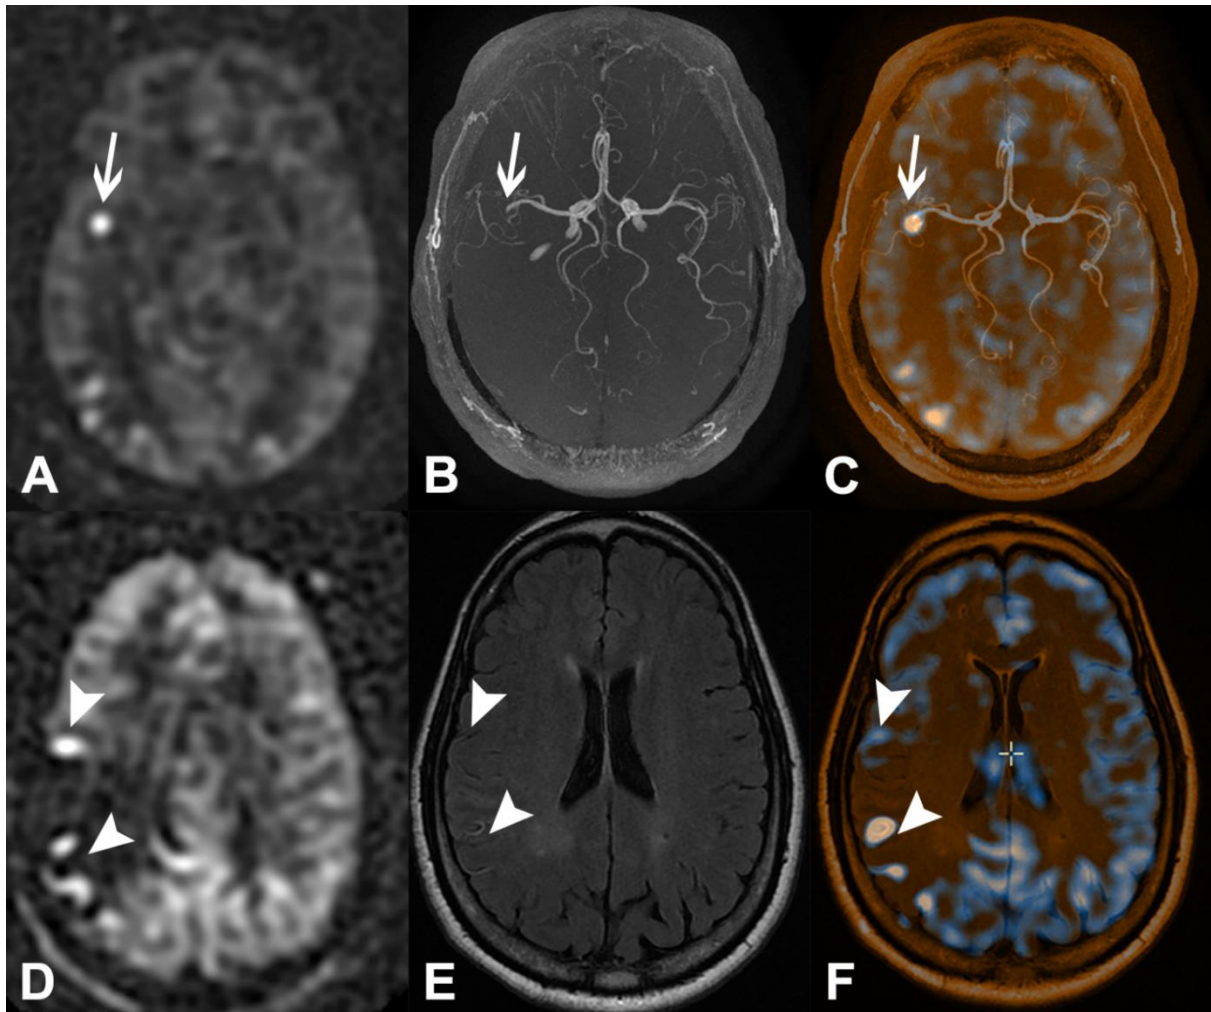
Exemple d'ABS (A, flèche) au niveau d'une occlusion M2 (B, C, flèches) associé à des ATA corticaux (D, têtes de flèche) et des hypersignaux FLAIR intra vasculaires (E, têtes de flèche) dont certains sont superposables comme visualisé sur une fusion ASL-FLAIR (F)
